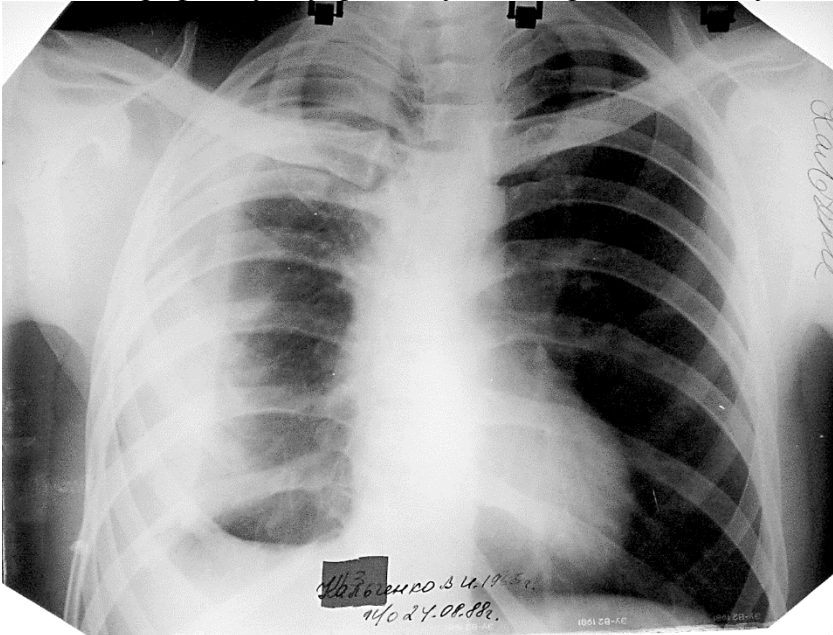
Оглядова пряма рентгенограма.
